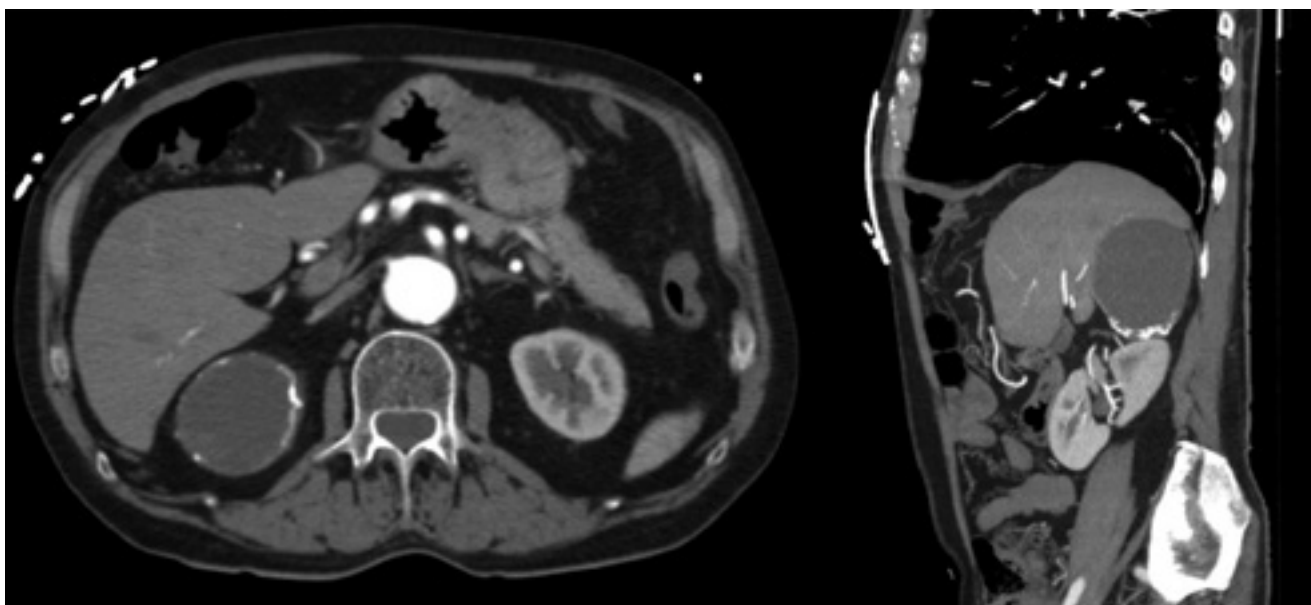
TAC abdominal: Quiste hidatídico suprarrenal
